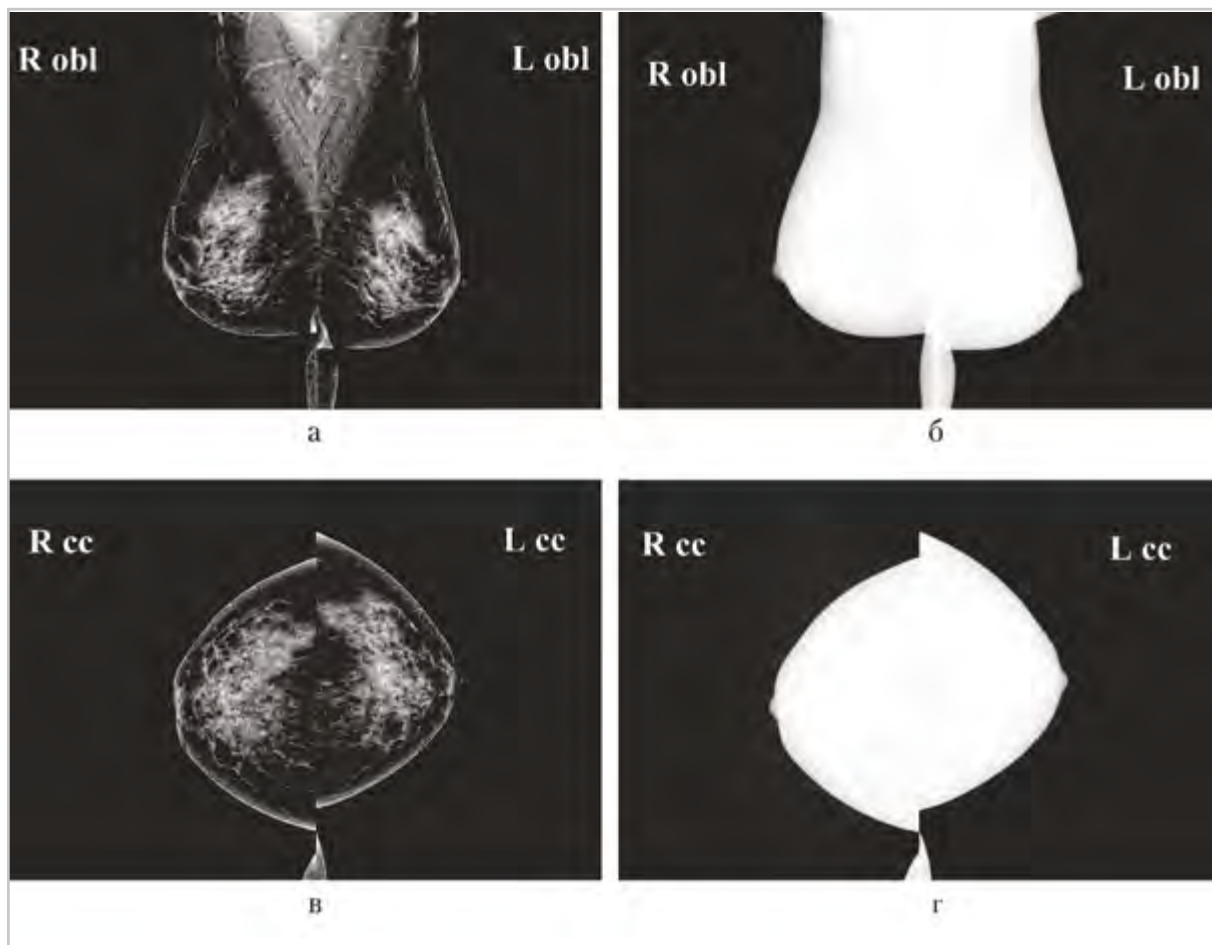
Обзорные маммограммы в стандартных проекциях пациентки Ш., 49 лет: а, в — обзорные маммограммы обеих молочных желез в косой и прямой проекциях (избыточное экспонирование); б, г — обзорные маммограммы обеих молочных желез в косой и прямой проекциях (недостаточное экспонирование). Согласно международной классификации BI-RADS, категория представленных маммограмм оценивается как 0, поскольку рентгеновские снимки выполнены как с несоблюдением правил рентгенологических укладок, так и с нарушением физико-технических параметров съемки (некорректное экспонирование)
